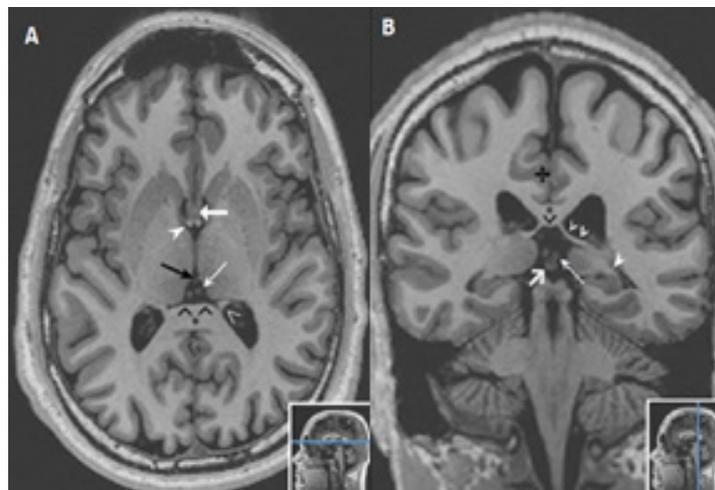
Resonancia magnética A-B flechas indican el lugar de Sección.
